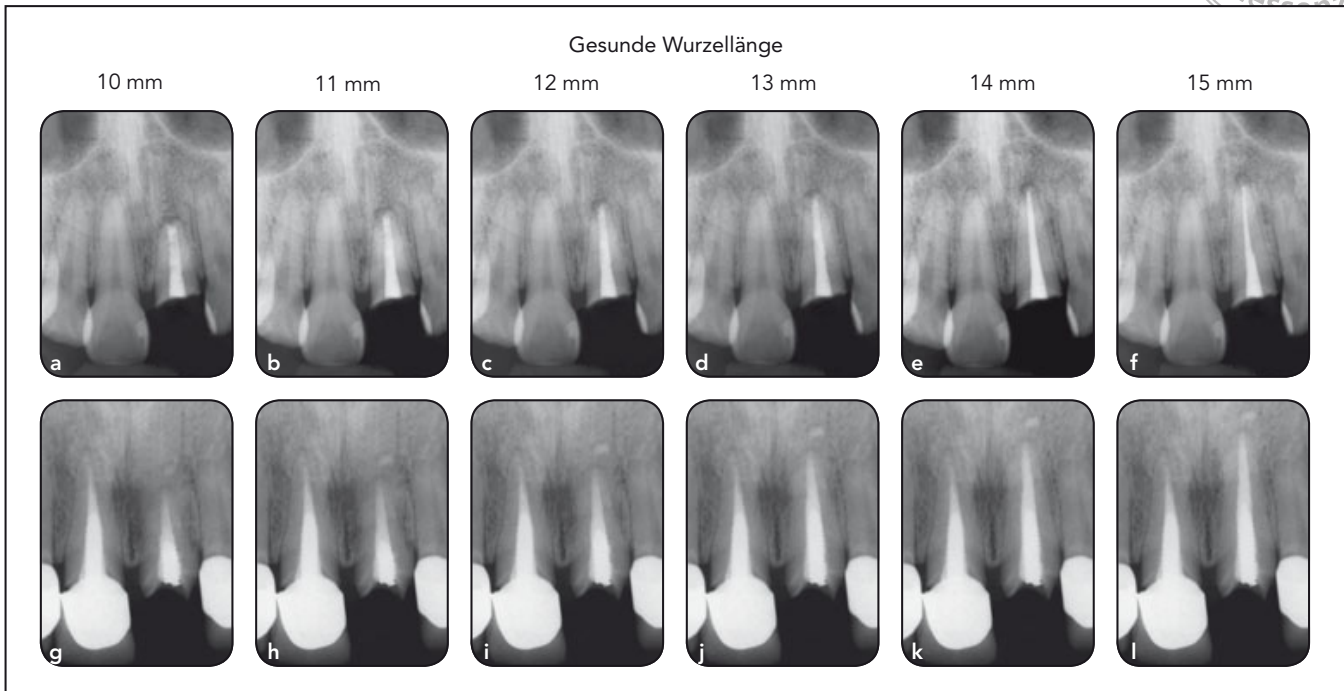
Röntgenaufnahmen der Situationen 8 (a bis f) und 9 (g bis l). Über jeder Spalte sind die verbliebenen gesunden Wurzellängen angegeben.
